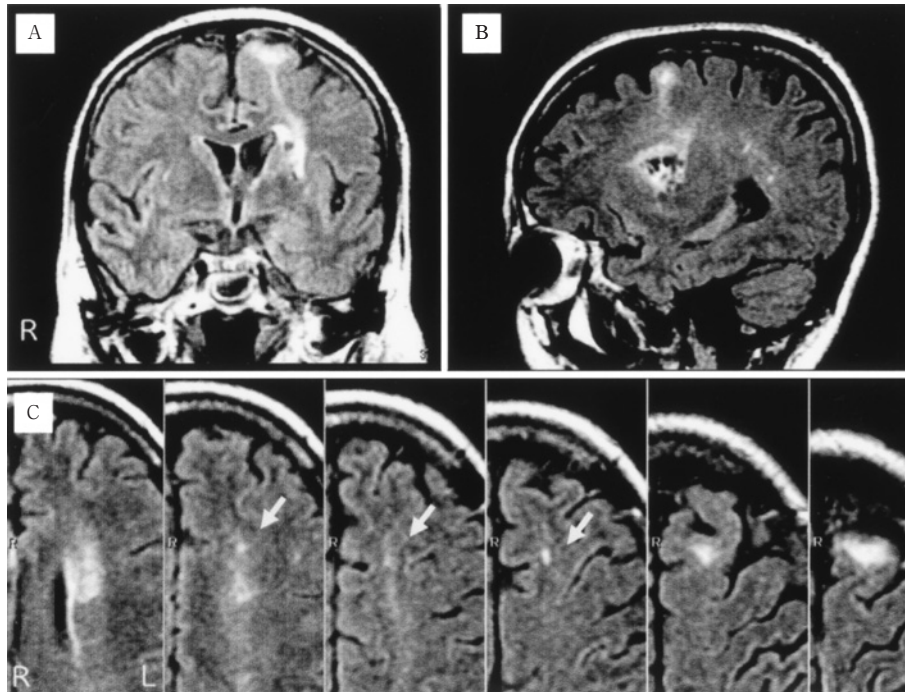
The linear hyperintense signal remains after 2 years between infarctions of the left basal ganglion and left superior frontal gyrus. MRI demonstrates FLAIR images with coronal scan (A), sagittal scan (B), and serial axial scans between left basal ganglion and left superior frontal gyrus (C).
